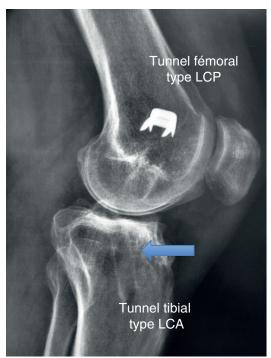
Exemple de malposition de tunnel tibial sur des radiographies de face et de profil.
